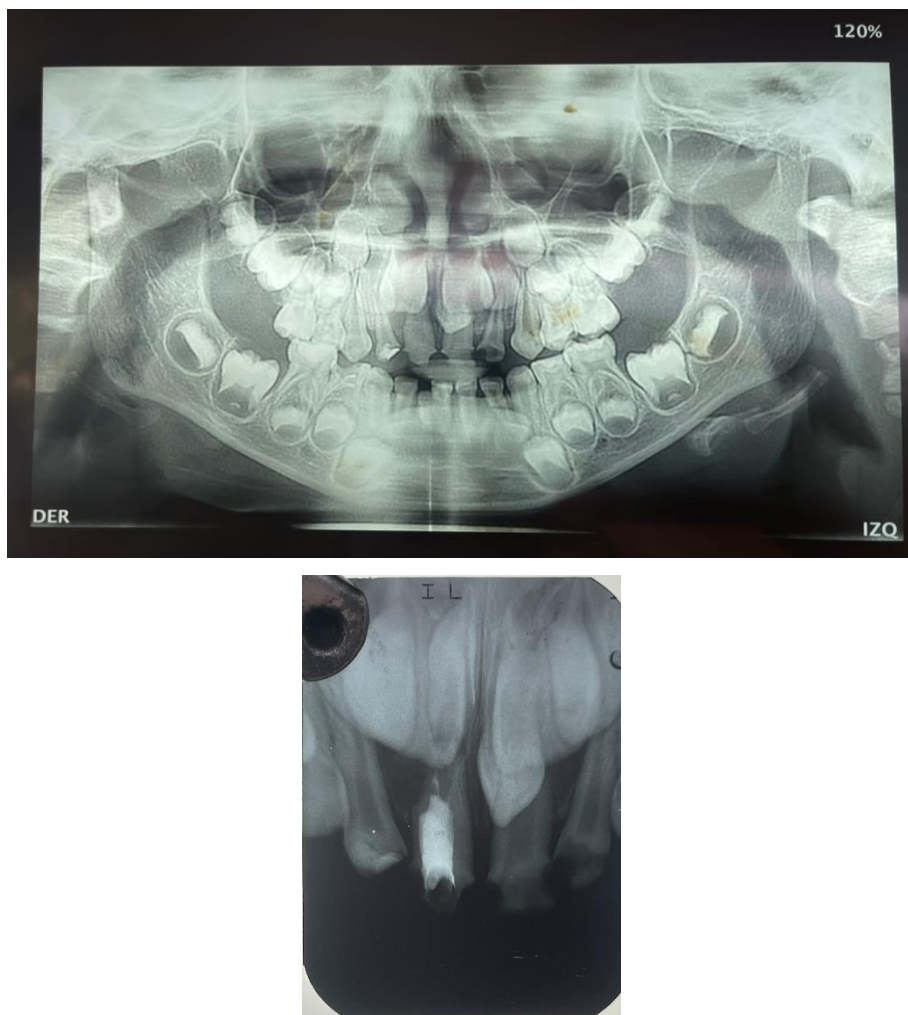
Radiografía panorámica de la paciente.
